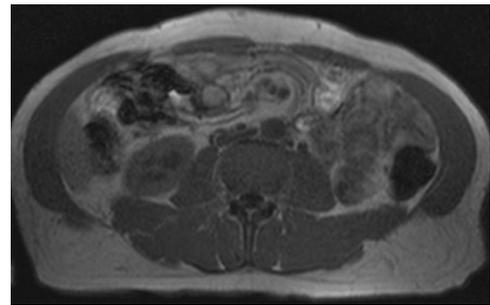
Resonancia Magnética con hallazgo incidental de hernia interna.
